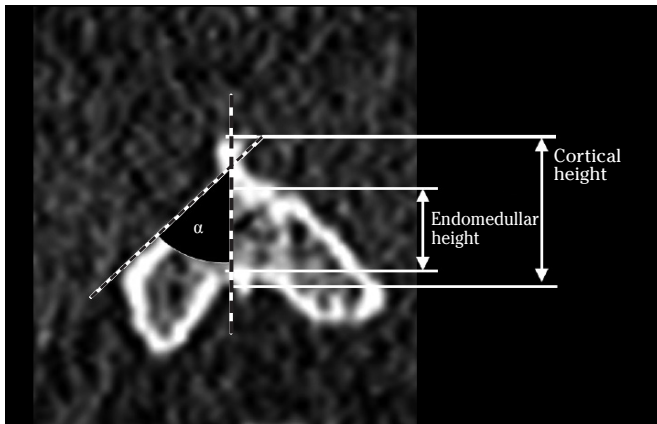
CT scan. Coronal plane. Cortical and endomedullar height of the spinous process. α : inclination angle of the lamina relative to the vertical (SLOP).
